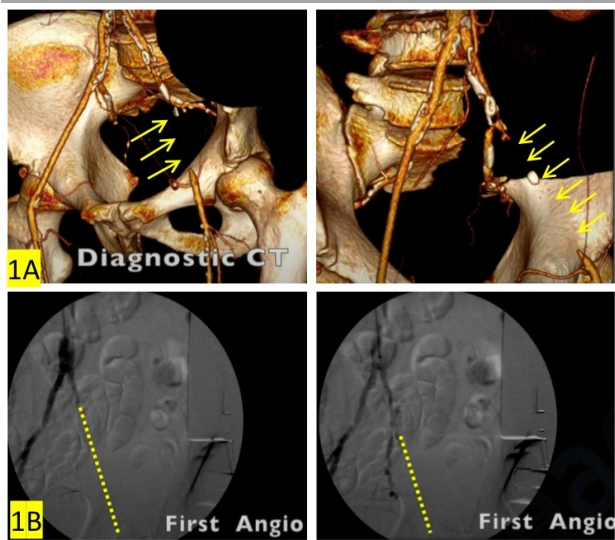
A. Angio TC que muestra oclusión total crónica (OTC) de la arteria ilíaca externa izquierda (AIE) con recanalización distal a través de los vasos colaterales dependientes de las epigástricas. B. Arteriografía que muestra la oclusión de la AIE izquierda (línea punteada), recanalizando en la arteria femoral común (AFC).
